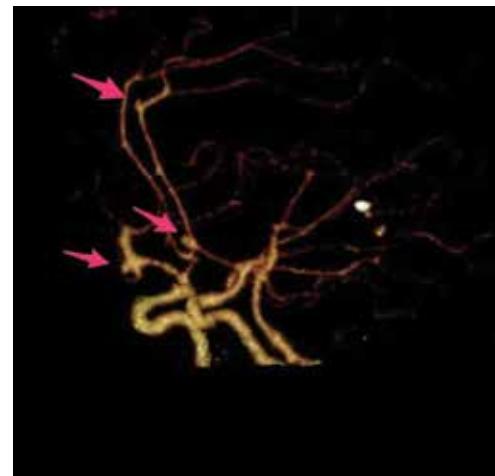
КТ-ангиограммы головного мозга пациентки С. при поступлении. Стрелками указаны аневризмы правых СМА, ПСА и перикаллёзной артерии
